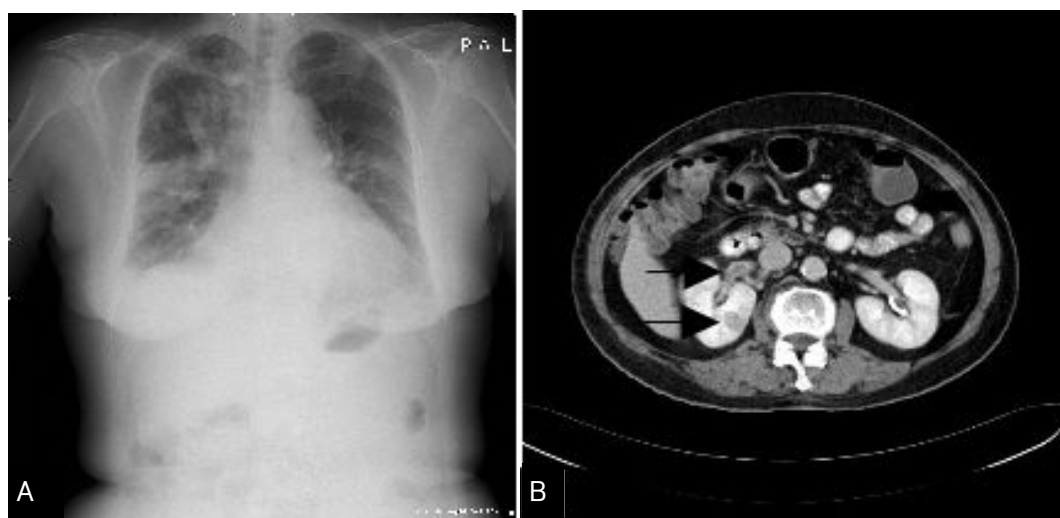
Chest x-ray shows small amount of pleural effusion and multiple nodular lesions in both lung fields (A). Abdominal CT shows low attenuated lesion in upper pole of right kidney (B lower arrow) and thrombosis in right renal vein (B upper arrow).
